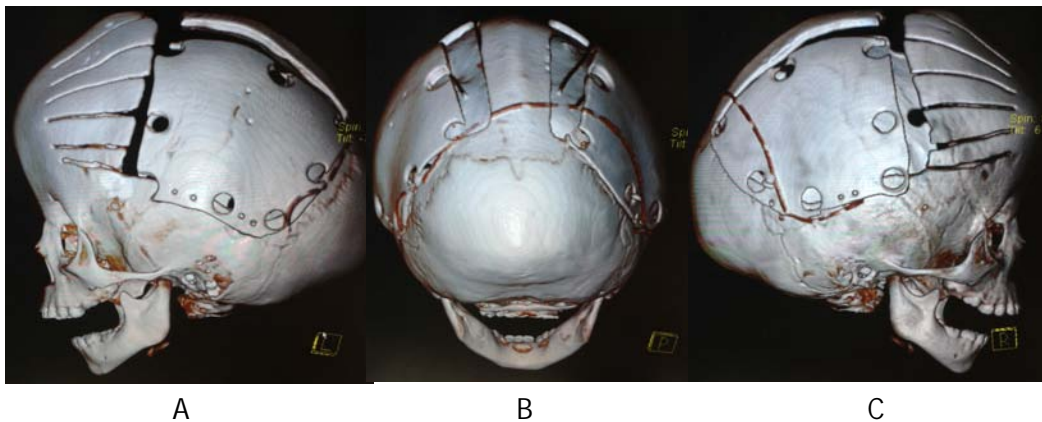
Escafocefalia tardía, postoperatorio, A) TC 3D vista lateral izquierda, cabalgamiento de colgajo óseo parietal más osetotomías radiadas frontales, B) TC 3D, vista lateral derecha, debe ser simétrico al contralateral, C) TC 3D vista posterior, observe la simetría de las aperturas parasagitales.
